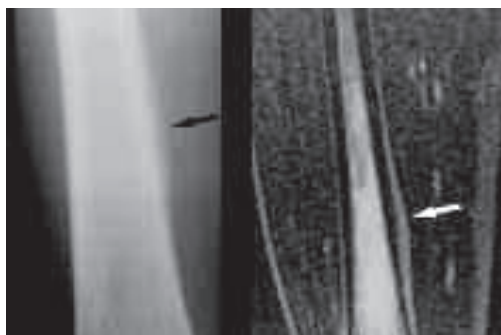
“Lesione da sovraccarico della coscia”. Particolare di radiografia del femore e di immagine coronale RM STIR che evidenziano una periostite (freccia nera) caratterizzata da elevata intensità di segnale nell'immagine RM (freccia bianca).
